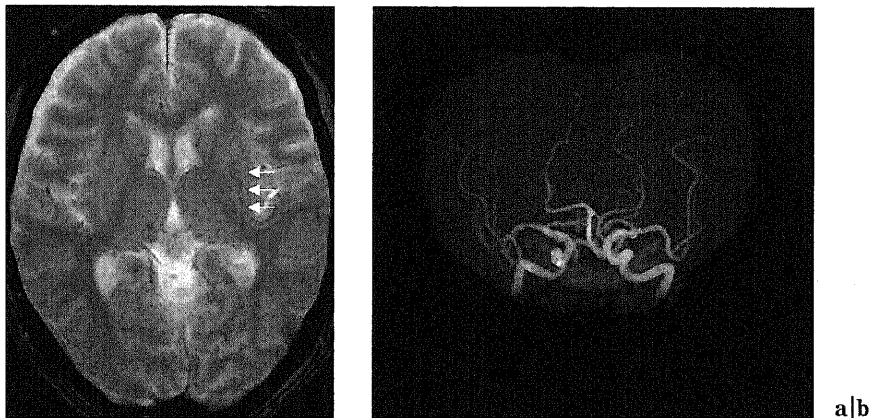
a) T2\*-weighted MRI, b) MRA four months later
